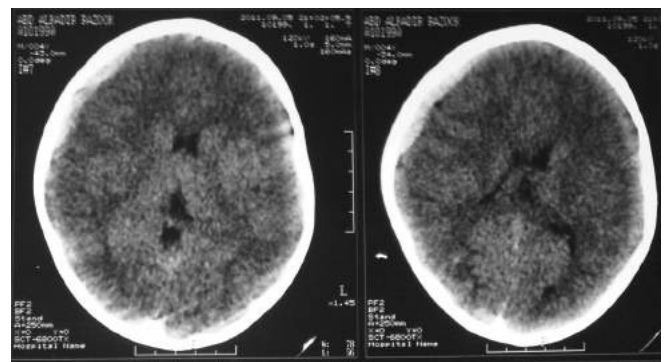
Cranial CT scan showing a very minimal right-sided frontoparietal EDH, underlying a fissure skull fracture, without space-occupying character.
